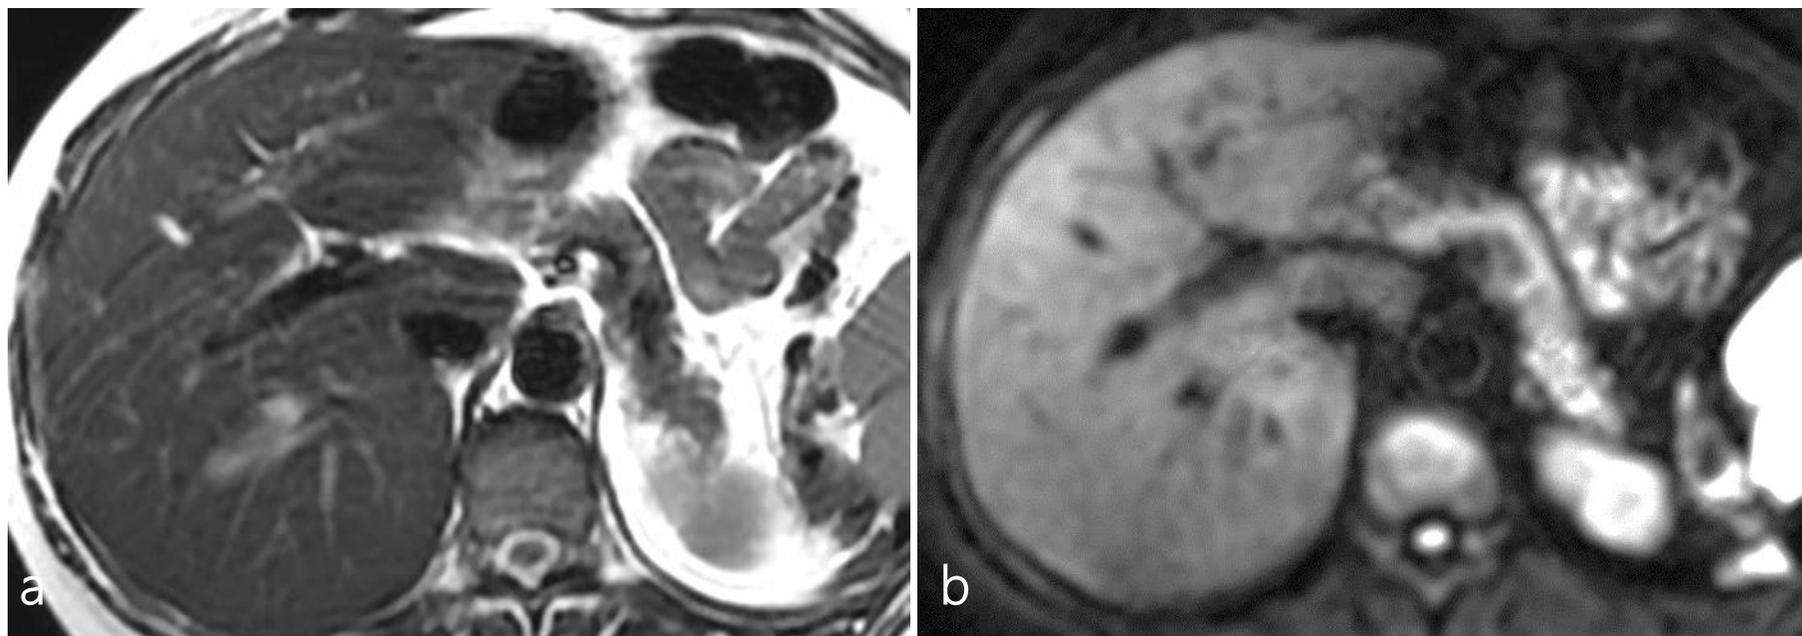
RM normal do fígado com sequências ponderadas em T2 (a) e difusão (b).
